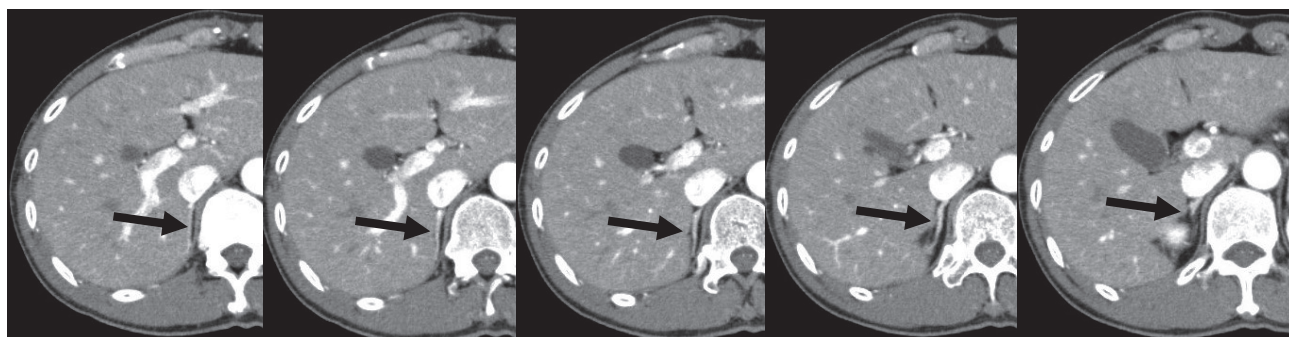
Axial image of enhanced computed tomography shows right adrenal gland (arrow), which has no mass lesions.
